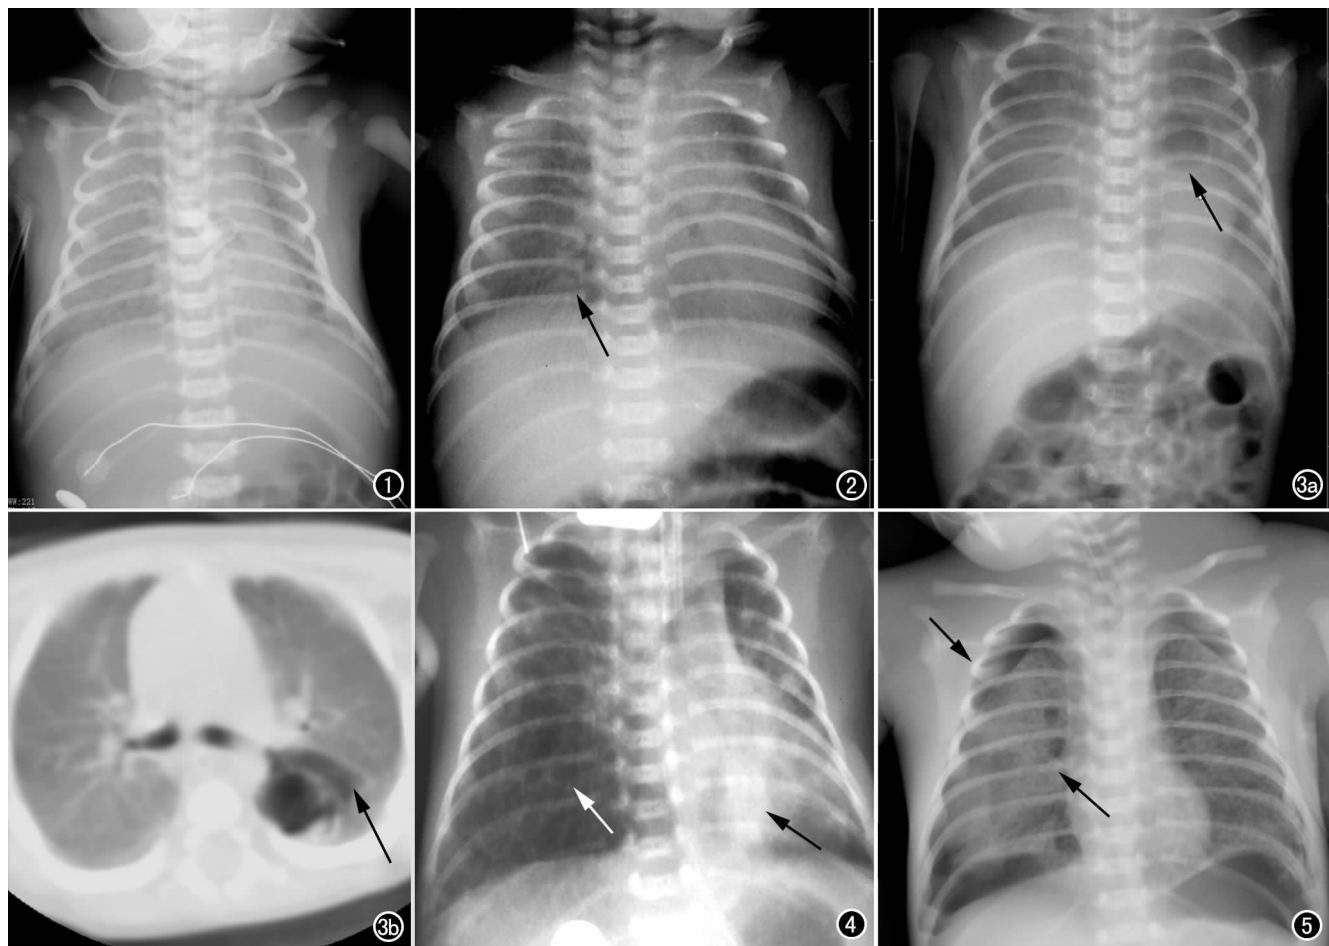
肺透明膜病。机械通气治疗 9 天后,双肺毛玻璃样改变。图 2 胎粪吸入综合症。吸氧治疗 9 天后出现局限性肺组织实变并见支气管气相(箭)。图 3 BPD。a) 肺透明膜病治疗 15 天后,左肺单发囊状透光区(箭); b) CT 显示左肺下叶背段一单发气囊(箭),与床边 CR 一致。图 4 肺透明膜病机械通气治疗 13 天后,两肺野散在分布小泡影,蜂窝样改变(箭)。图 5 肺透明膜病呼吸机辅助通气治疗 7 天后并发气胸、纵隔气肿(箭)。
